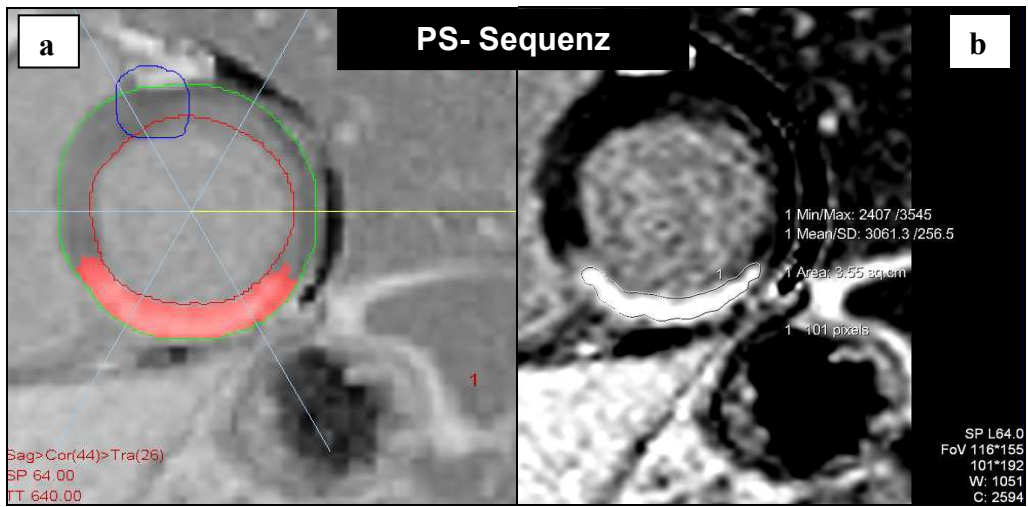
Kurzachsen- LE- MRT- Bilder eines 82- jährigen Patienten mit Z.n. Hinterwandinfarkt mit transmuraler Ausdehnung. PS- Sequenz und IR- Sequenz. a) Darstellung des LE- Signals in der VPT- Methode. b) Korrespondierendes Bild in der Viewingauswertung.
